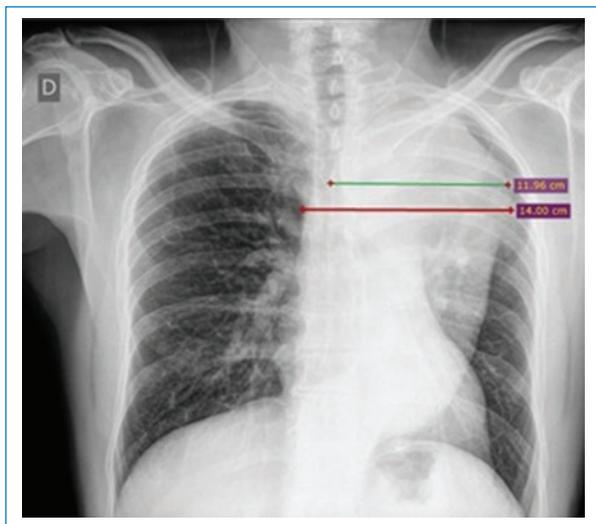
Medición del ancho mediastínico máximo (línea roja) con un valor de 14 cm y del ancho mediastínico izquierdo (línea verde) con un valor de 11,96 cm en la radiografía de tórax de frente. Paciente varón de 48 años con disección aórtica tipo B.
